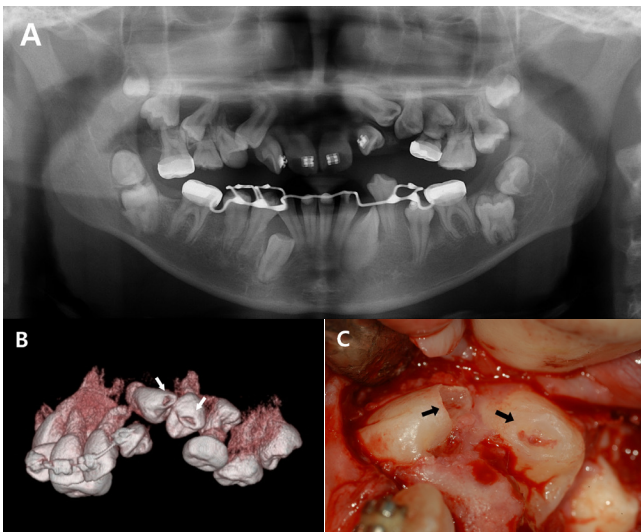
Preoperative radiographic images and intraoral photographs. A. Panoramic radiograph. B. Cone-beam computed tomography image. C. A coronal defect is identified upon flap reflection.
